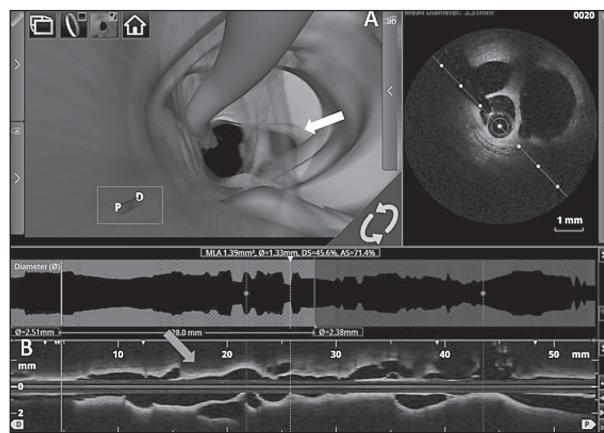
3D reconstruction, fly through mode on optical coherence tomography: white arrow pointing to the septa (A); red arrow pointing to the longitudinal section of the right coronary artery, honeycomb-like structure is detected through entire pullback (B).
